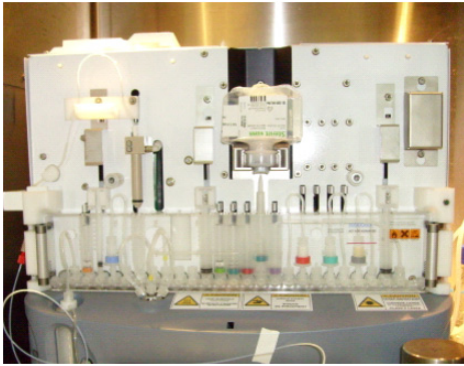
Image of <sup>18</sup>F-FDG synthesis
